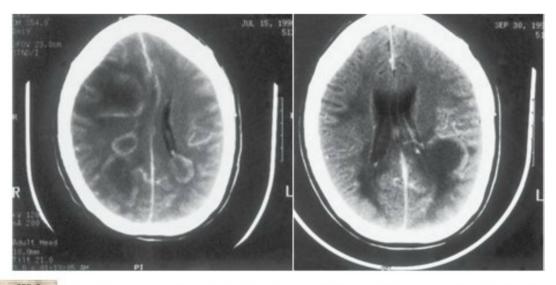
5 Encefalitis concurrente por herpesvirus 6 y VIH. Las imágenes de TC con medio de contraste muestran múltiples lesiones frontales, parietales y occipitales que se visualizan como realce en forma de anillo. La segunda imagen muestra recidiva en el lóbulo parietal 3 meses después. El estudio anatomopatológico demostró Infiltrados Ilnfocíticos perivasculares, desmlellnización y preservación de los axones. (Cortesía de S. Busono.)
